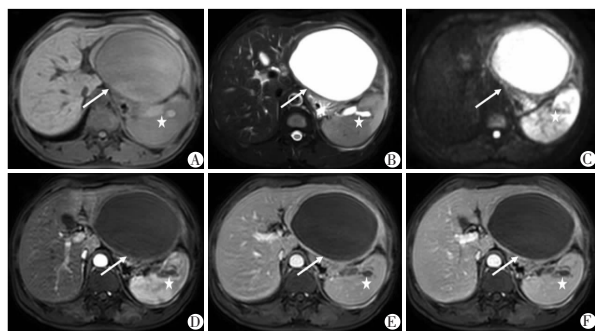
A-F. 男,45 岁,1 年前发作 1 次急性胰腺炎,本次左上腹痛 20<sup>+</sup> d,加重 1 d。为 RAP 并假性囊肿形成。MRI 示胰腺体部上方假性囊肿(箭头),系上一周期残留。脾脏可见血管瘤(星号)。
